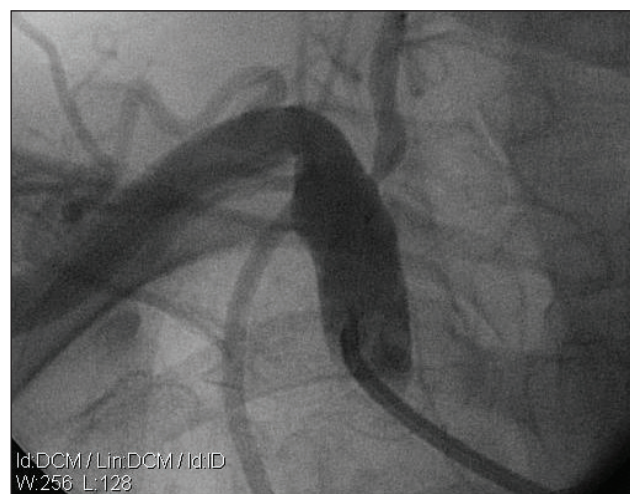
Рентгеноконтрастна ангіографія хворої Д. Візуалізується гемодинамічно значущий стеноз І сегмента правої ХА
